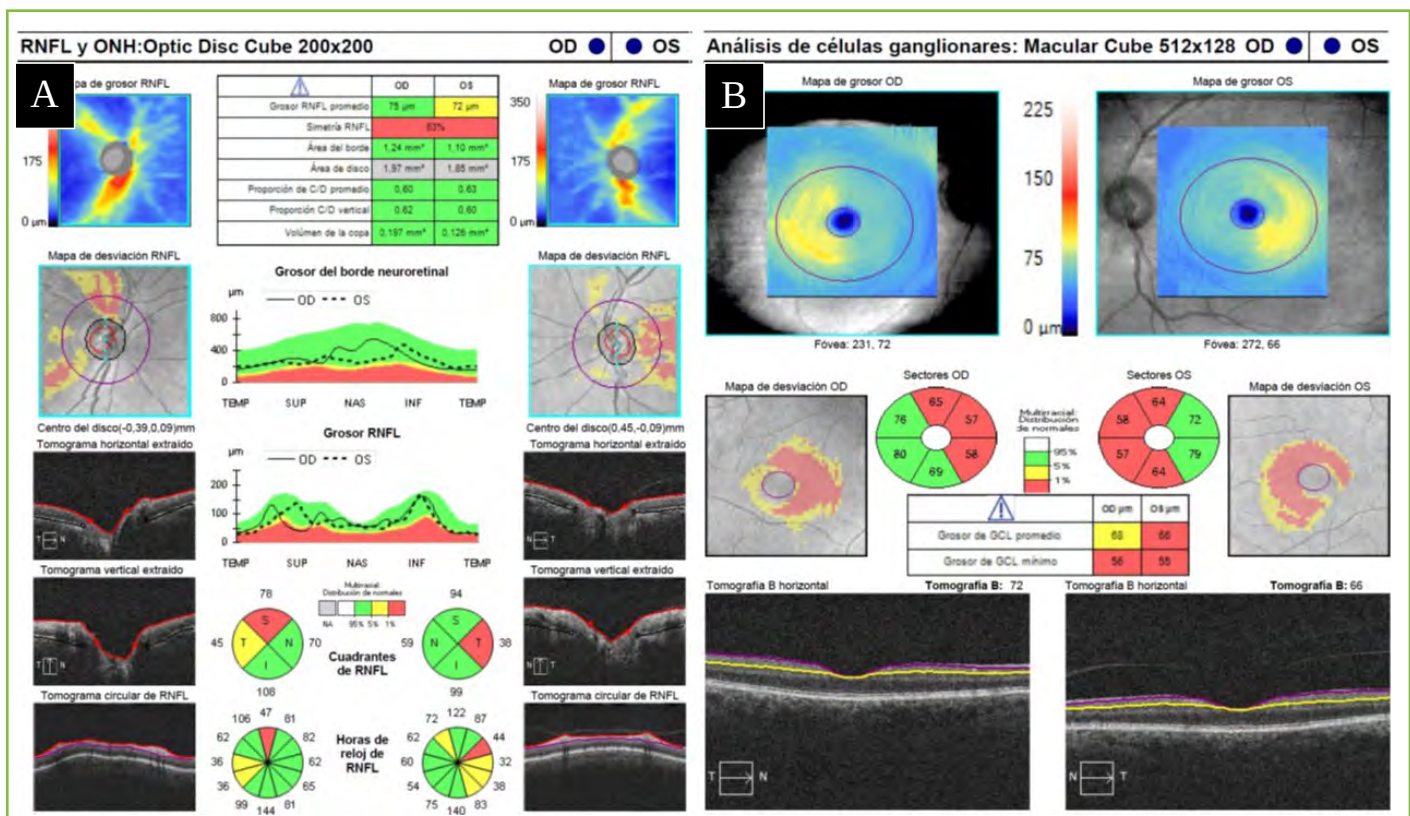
Tomografía de coherencia óptica. A. Se observa un adelgazamiento leve de la capa de fibras nerviosas de la retina. B. Se aprecia un adelgazamiento de los sectores nasales maculares en el estudio de la capa de células ganglionares.
